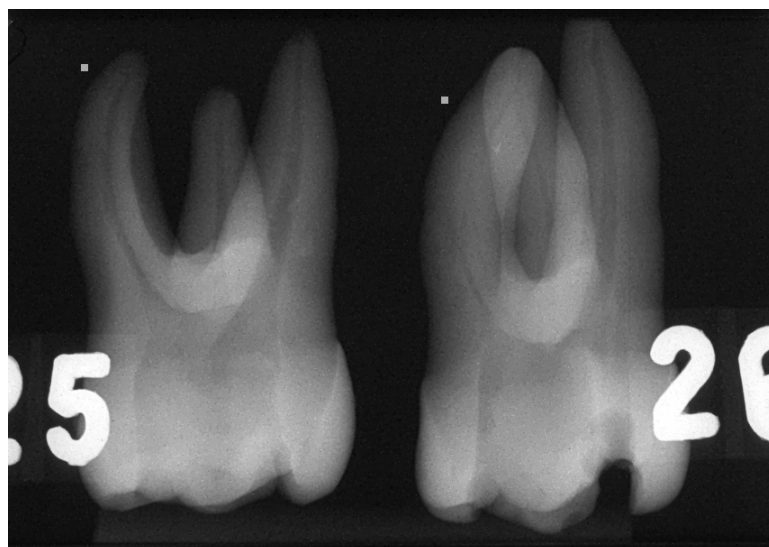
Radiografia de dois dentes.
